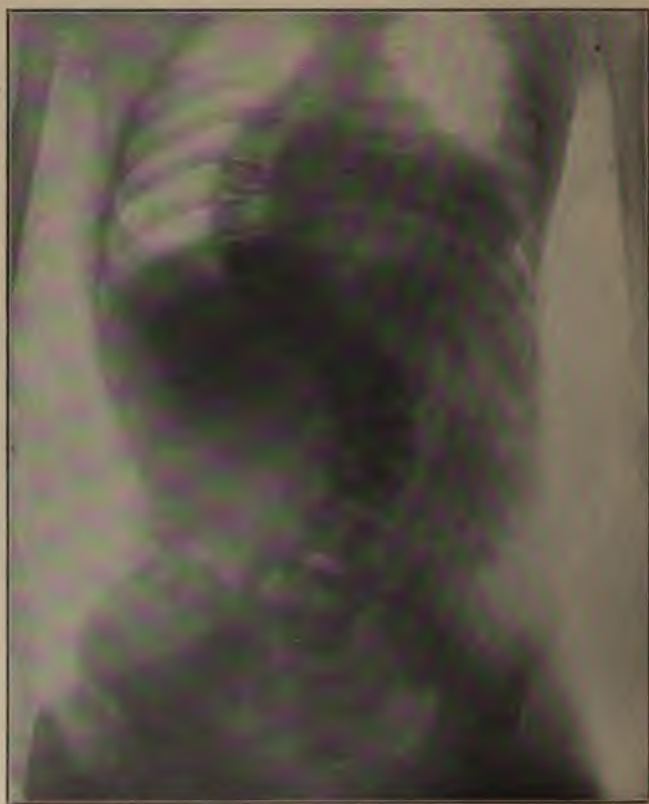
Röntgenbild einer schweren rhachitischen Skoliose dextro-conv. dors. sin. conv. lumb. 16 Jahre alt. (Aufgen. von Herrn Dr. Bär, Zürich.)
